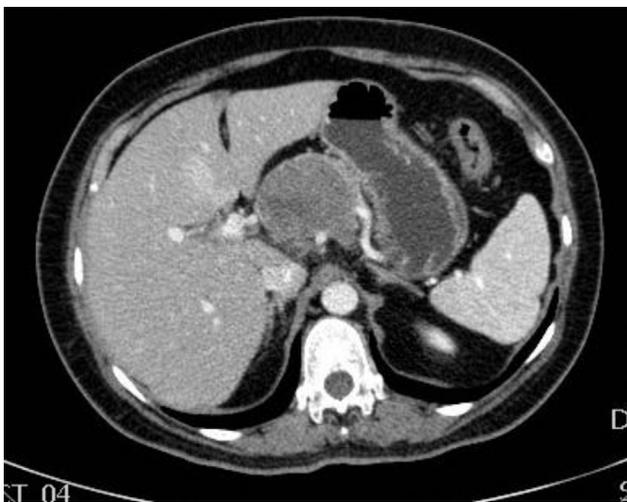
TC pancreática, corte axial. Observamos compresión directa sobre la bifurcación del tronco celiaco con la arteria esplénica y hepática común.
